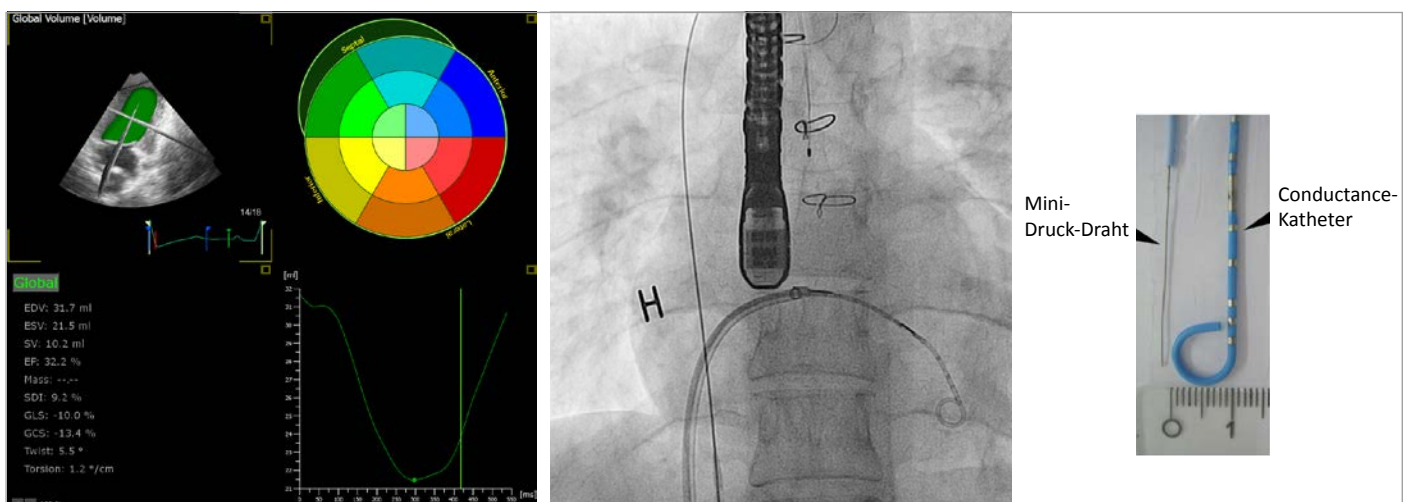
Auswertung eines 3D-Echokardiographie Datensatzes und Bild des Conductance-Katheters in der Durchleuchtung. Größenvergleich des Mini-Druckdrahtes und des Conductance-Katheters.
